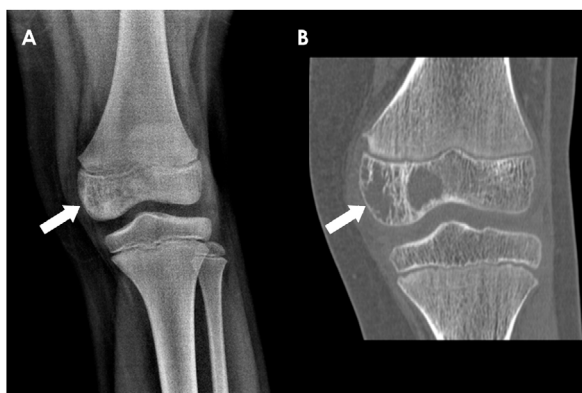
Radiografía frontal (A) y reconstrucción de TC en el plano coronal (B) de un niño de 10 años con un sarcoma de Ewing localizado en la región epifisaria medial del fémur distal izquierdo, que se presenta como una lesión lítica permeativa (flechas blancas). No se asociaba reacción perióstica ni masa de partes blandas.
